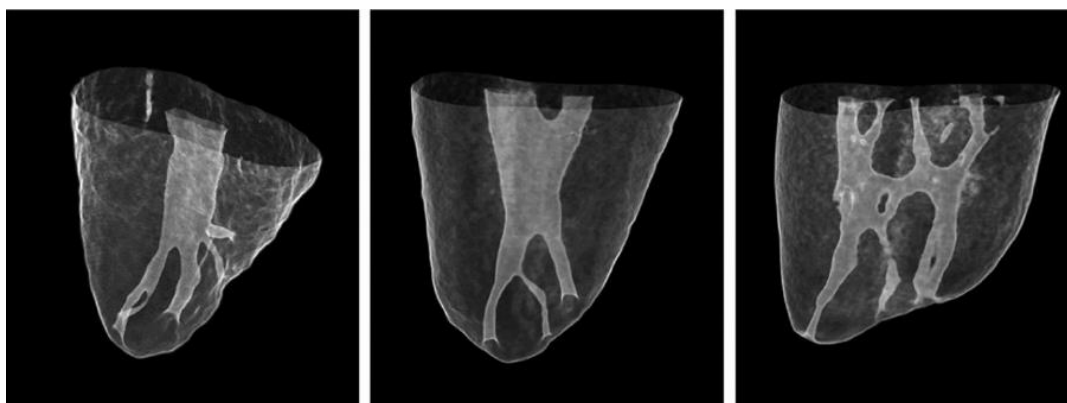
Exploración de la compleja anatomía apical en tres ápices, mediante Microtomografía Computarizada. Tomada de: (11).
